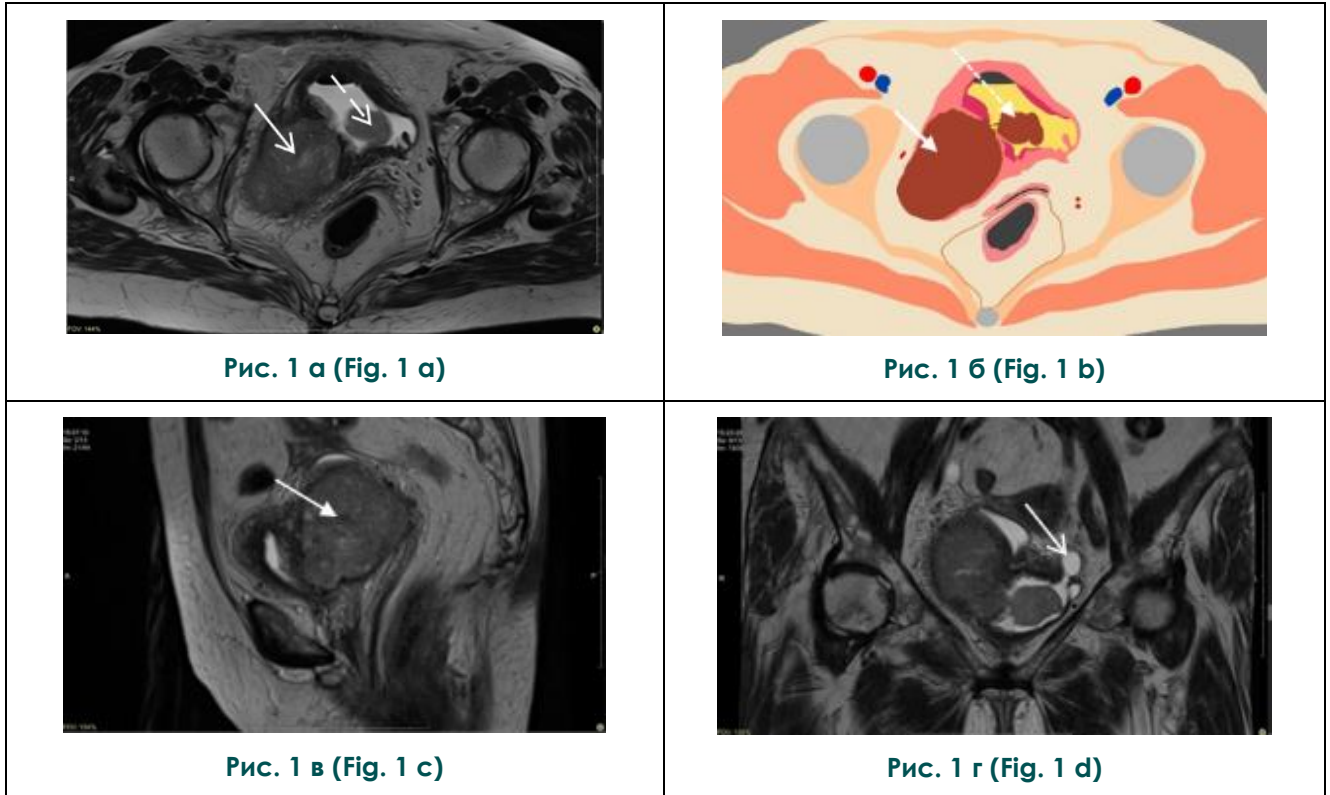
МРТ органов малого таза от июня 2022 (до химиотерапевтического лечения).
